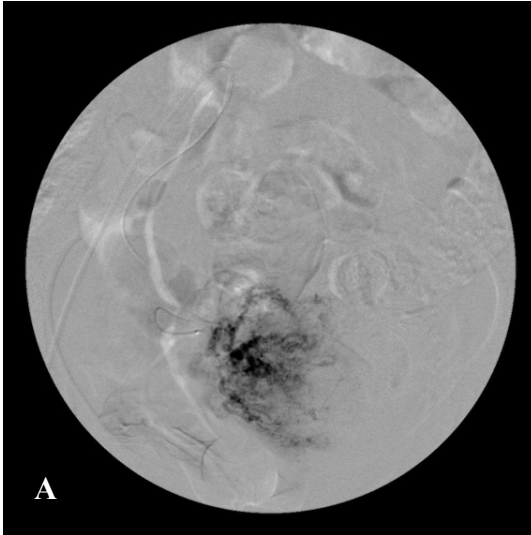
Embolizasyon işlemi sırasında süper selektif uterin arter kateterizasyonu ve uterin arter anjiyografisine ait DSA görünümü.
